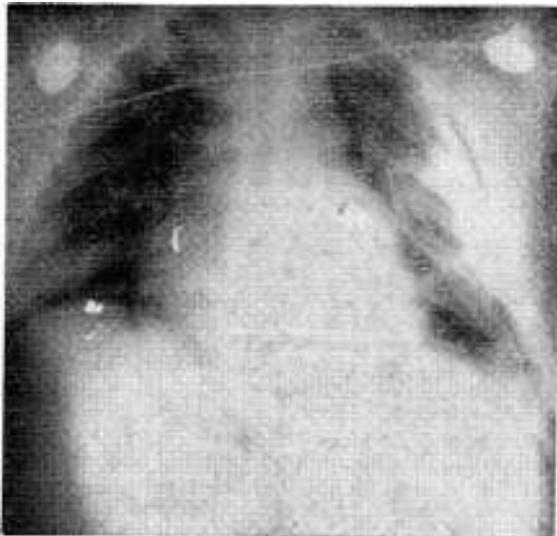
Radiografía de tórax, de frente, después de la segunda operación. Reexpansión pulmonar total.
